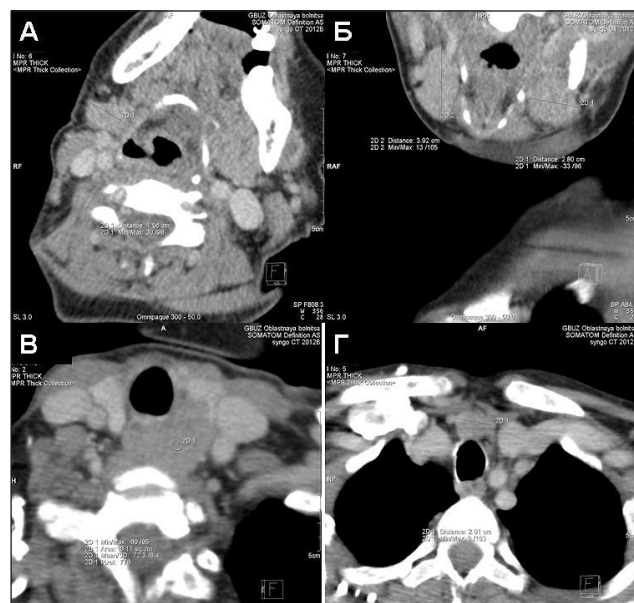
Высокоразрешающая МСКТ шеи и средостения с в/в усилением омнипак 300 – 50,0 с первичной колаимацией 64×0,75 мм, толщиной реформированных срезов 1,0-5,0 мм и последующим трехмерным анализом изображений в MPR и VRT реконструкциях.
